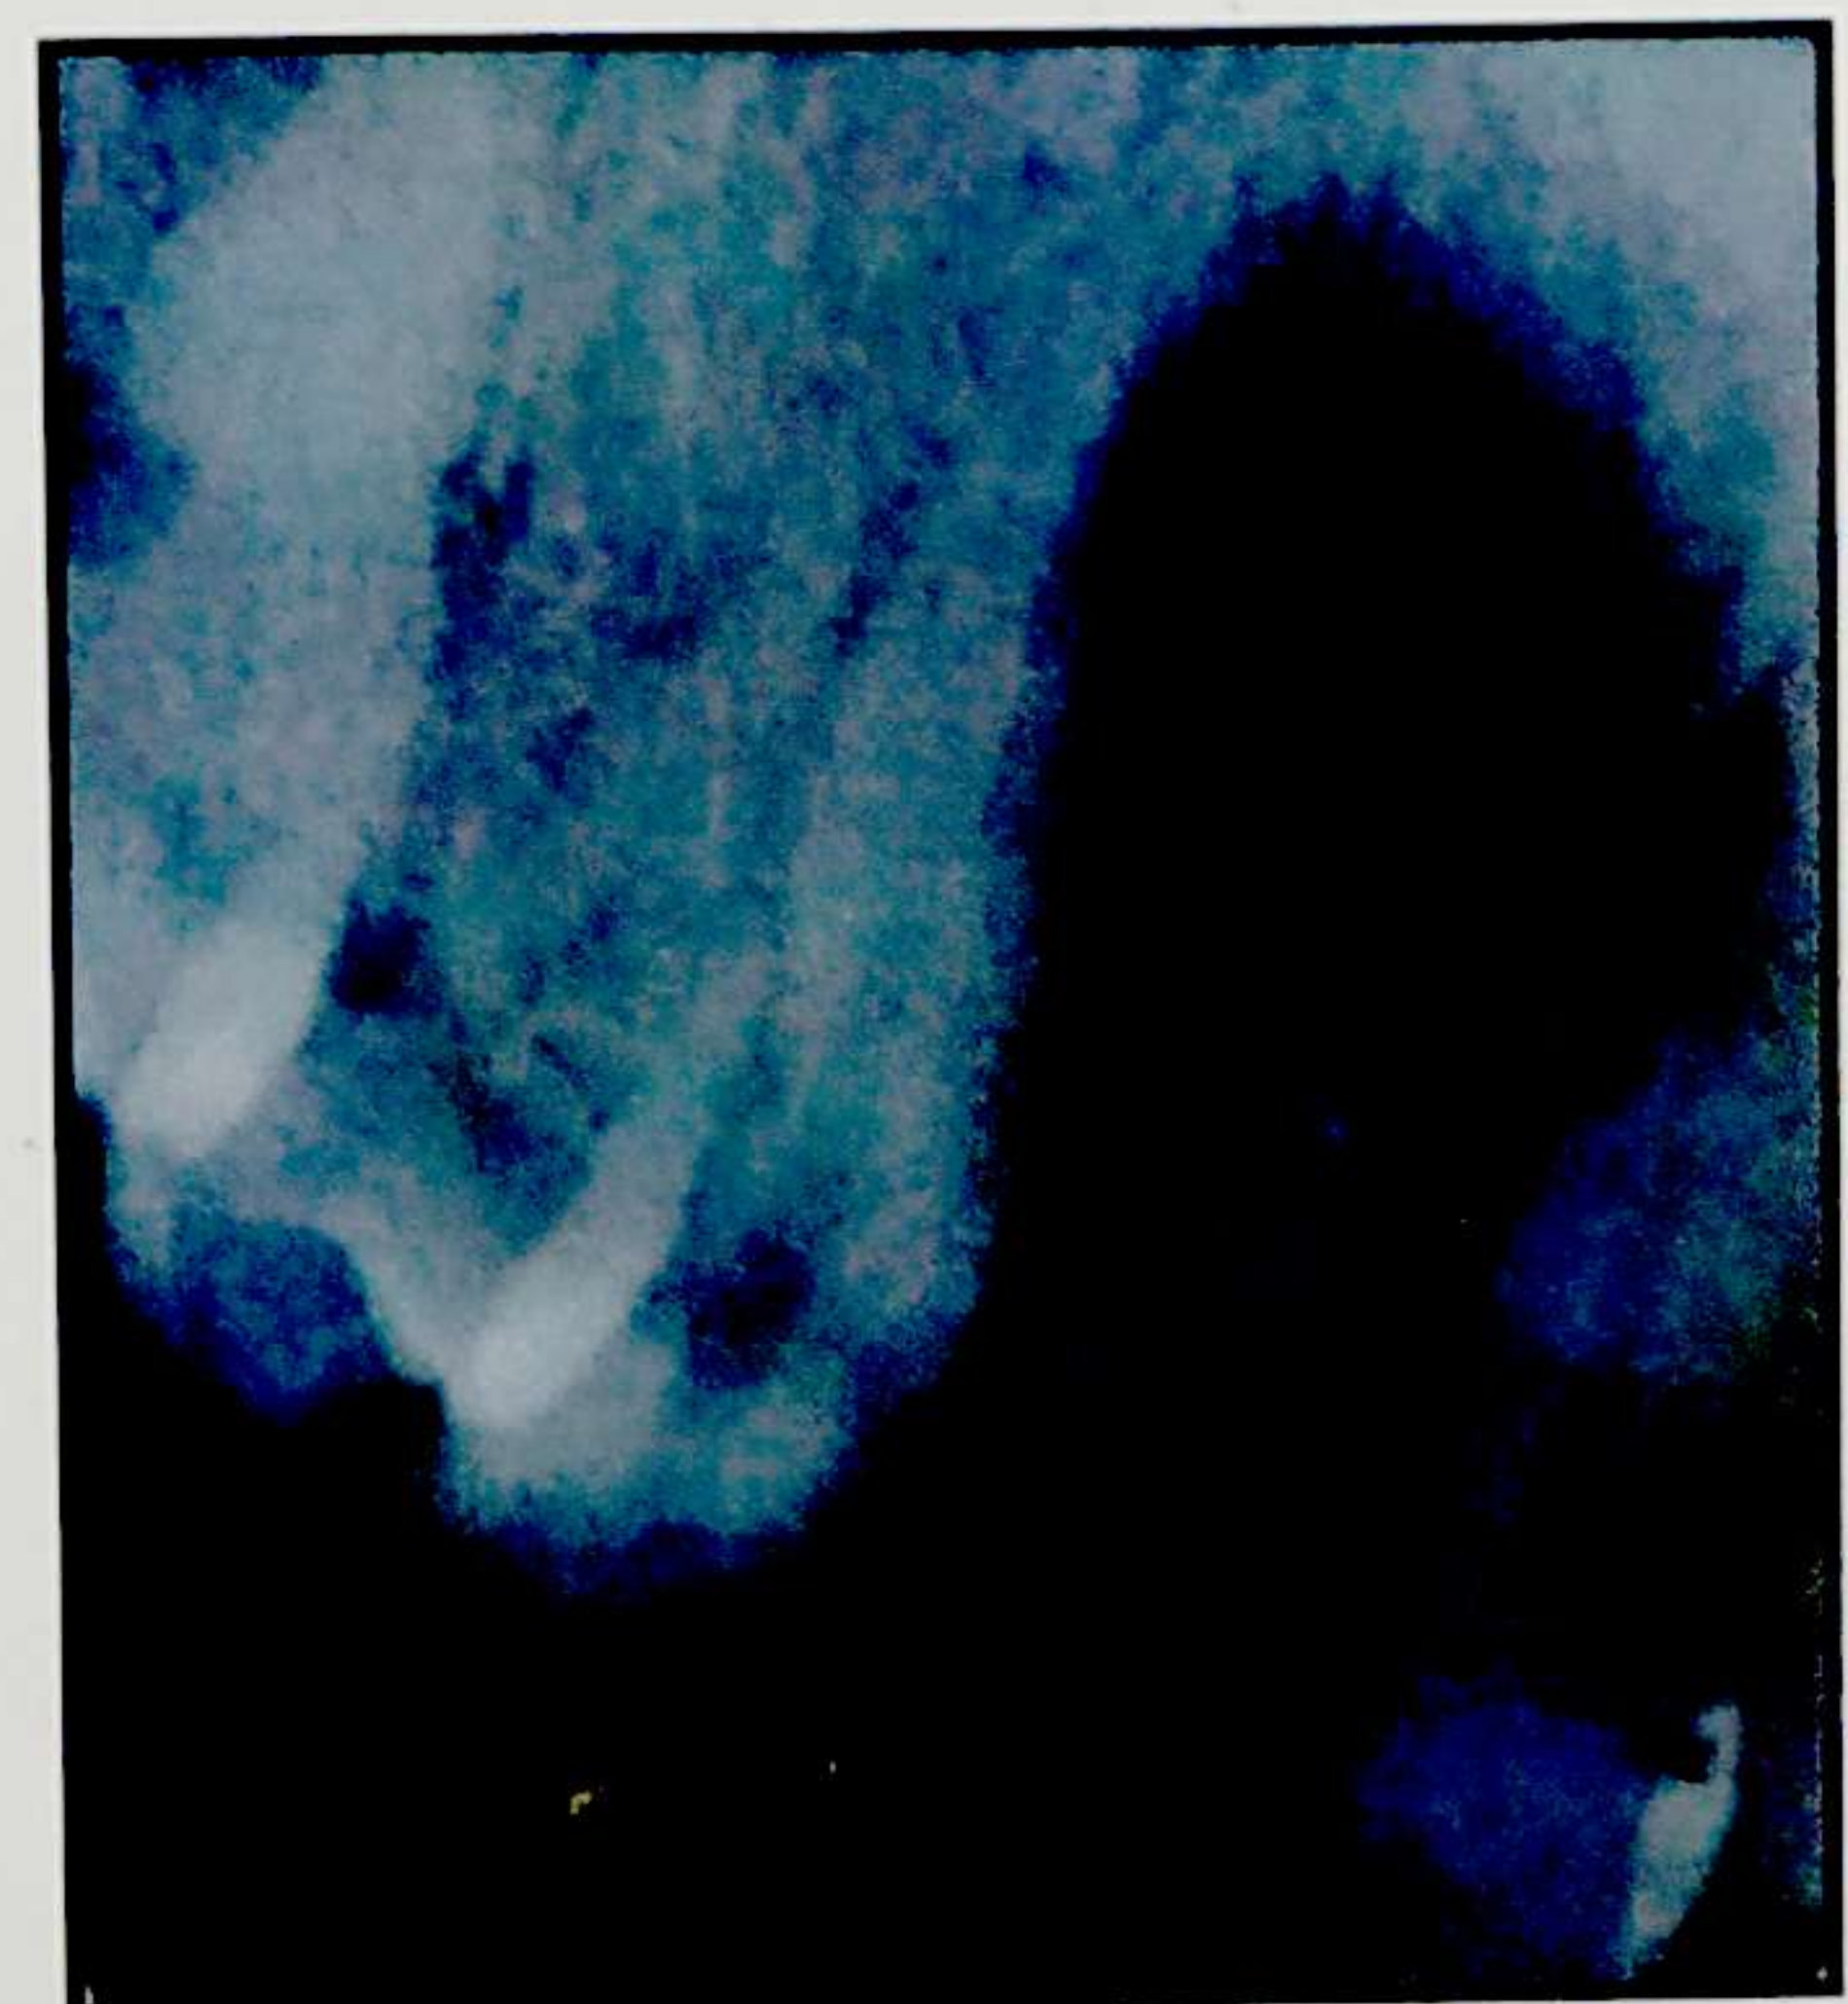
12. Chistul radicular- imagine radiografică
